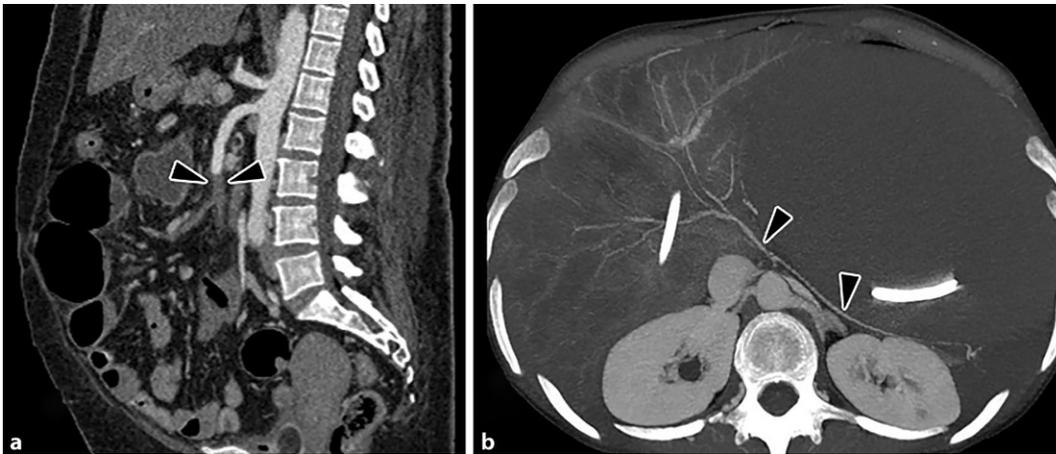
a Patient mit akutem Abdomen, erhöhtem Serumlaktat und Hyperkaliämie: In der CT-Angiographie wird ein thromboembolischer Verschluss der Arteria mesenterica superior detektiert (schwarze Pfeilspitzen). b Patientin, die im Kreislaufchock auf die Notfallambulanz eingeliefert wird: Unter Katecholamingabe kann die Patientin hämodynamisch stabilisiert werden. Im Verlauf steigt jedoch das Serumlaktat an, und sie entwickelt eine Hyperkaliämie. Daher wird die Indikation zur CT-Angiographie gestellt, in der sich ein ausgeprägter Vasospasmus der Viszeralarterien zeigt (schwarze Pfeilspitzen), der zu einer nichtobstruktiven Mesenterialischämie (NOMI) geführt hat. CT Computertomographie
